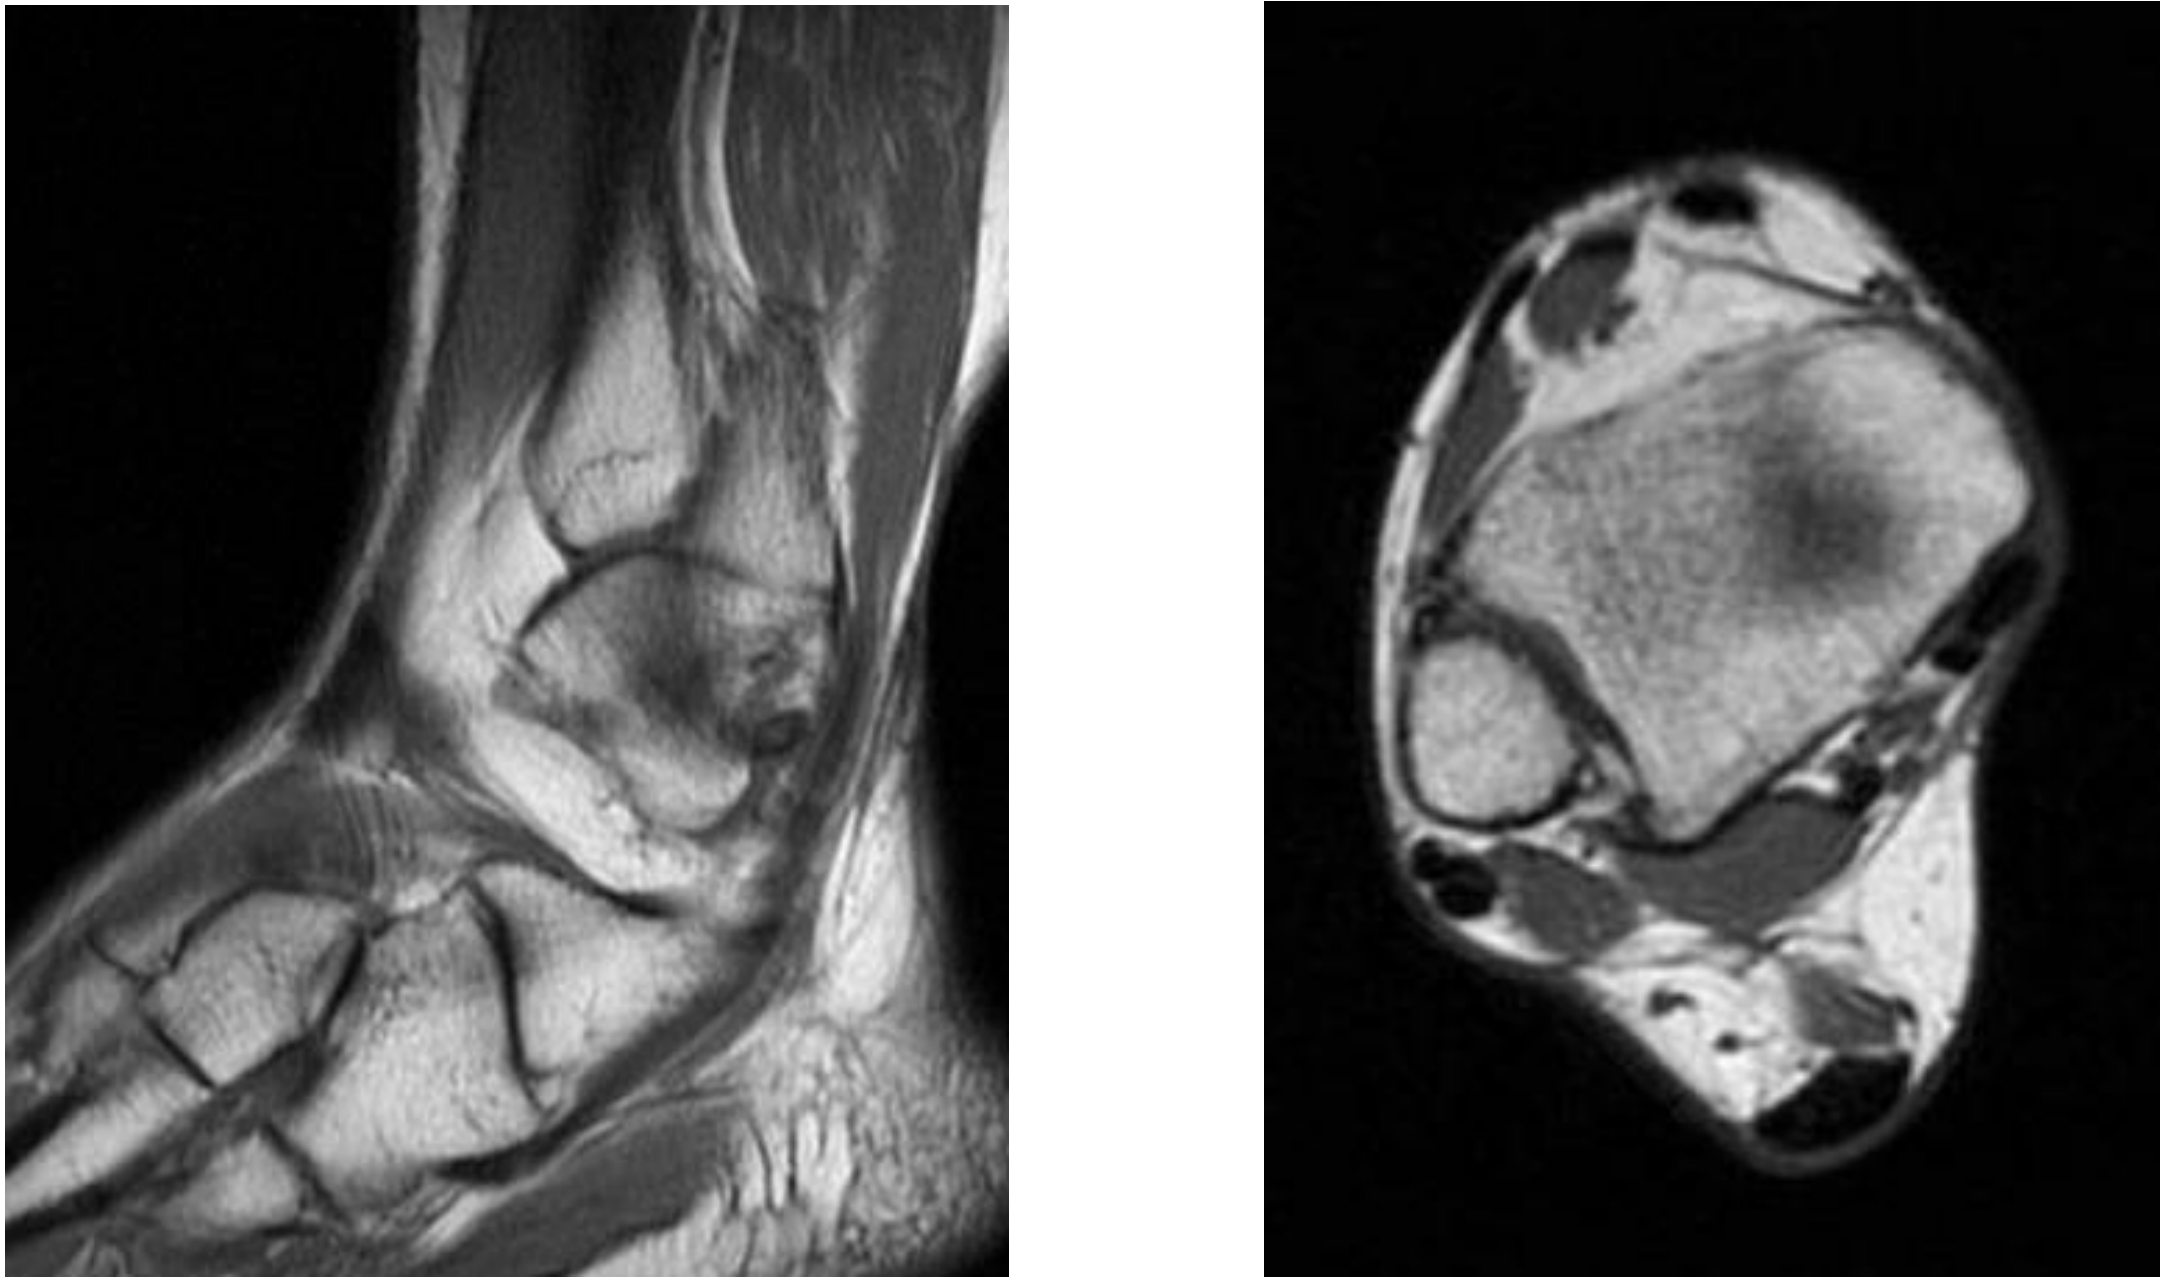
imagen de RM con diagnóstico inicial de rotura longitudinal completa de tendón peroneo corto.
